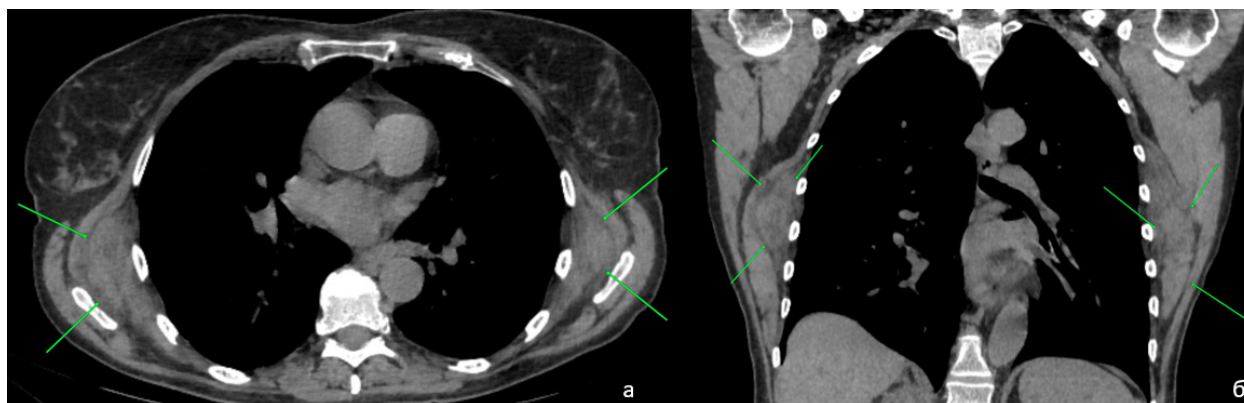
Нативная КТ грудной клетки: а — аксиальная плоскость; б — корональная реконструкция
